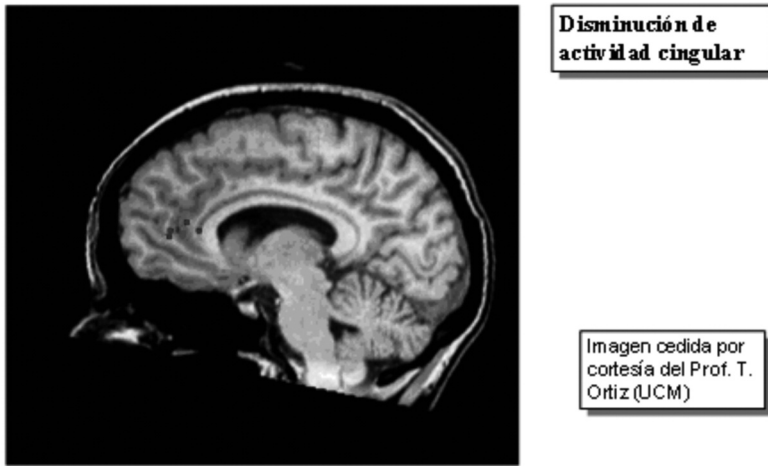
RM durante una tarea de inhibición de respuesta (500-700 ms HD) en un caso de TDAH.
